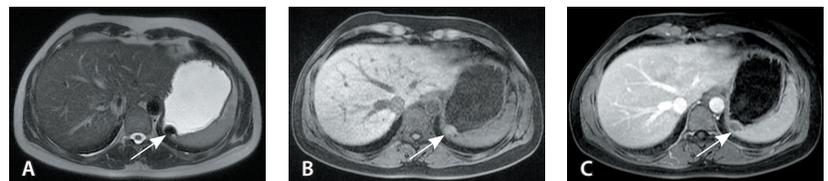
Abdominal magnetic resonance imaging showed a mass located in the region of the fundus of the stomach, the visceral surface of the spleen and the diaphragmatic dome (arrows): A, T2-weighted image; B, T1-weighted image; C, T1-weighted 3D gradient echo LAVA-flex sequence (post-gadolinium, 60 s)
